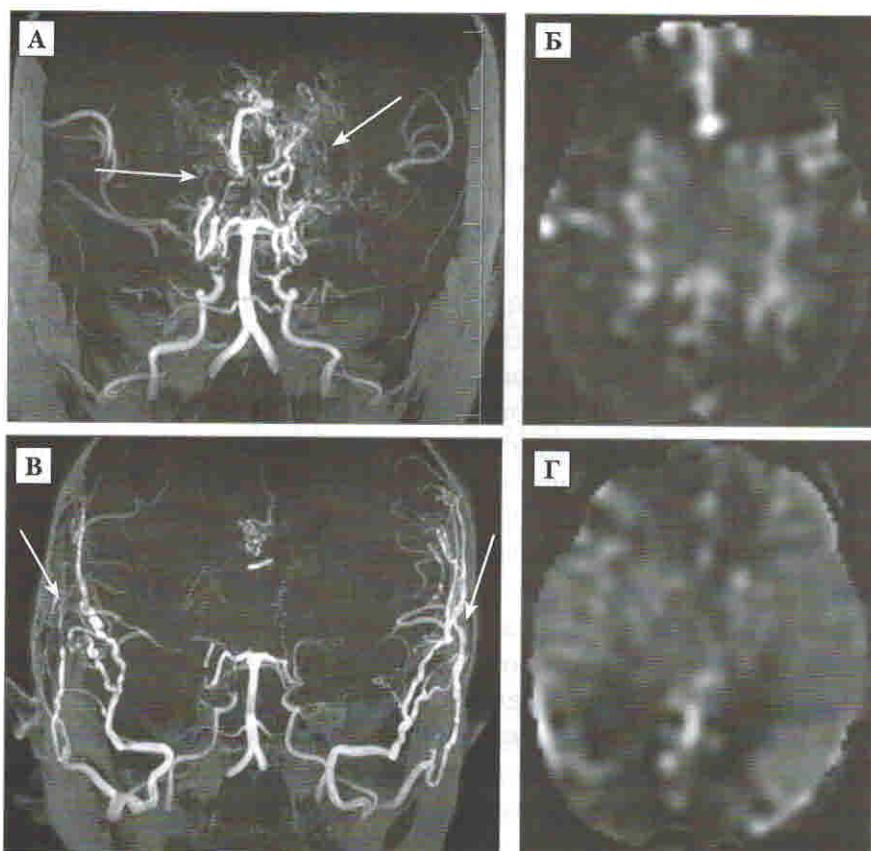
Результаты непрямой реваскуляризации у пациента с болезнью моя-моя до операции и через год после операции с двух сторон: А — МР-АГ до операции. Стрелками указана выраженная анастомотическая сеть “моя-моя”; Б — МРТ-перфузия ASL-CBF до операции; В — МР-АГ через год после непрямой реваскуляризации с двух сторон с формированием новых множественных анастомозов и наполнением корковых сосудов. Стрелками указаны функционирующие анастомозы с обеих сторон.; Г — МРТ-перфузия ASL-CBF через год после операции.
